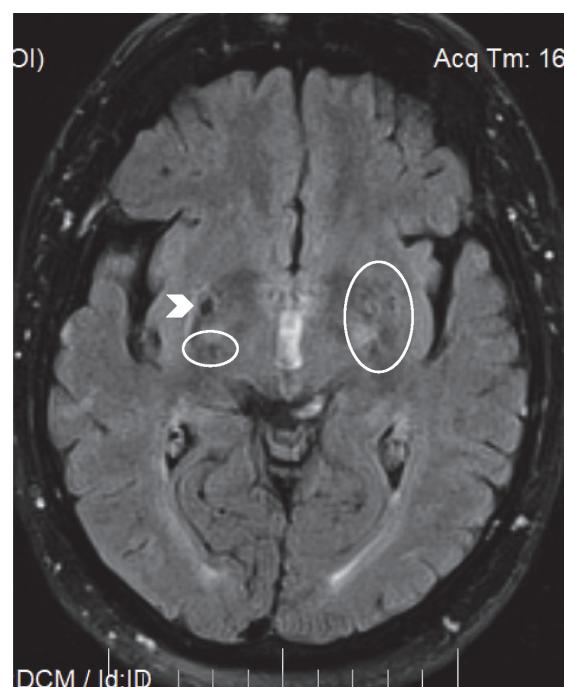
МРТ головного мозга здоровой женщины 30 лет
